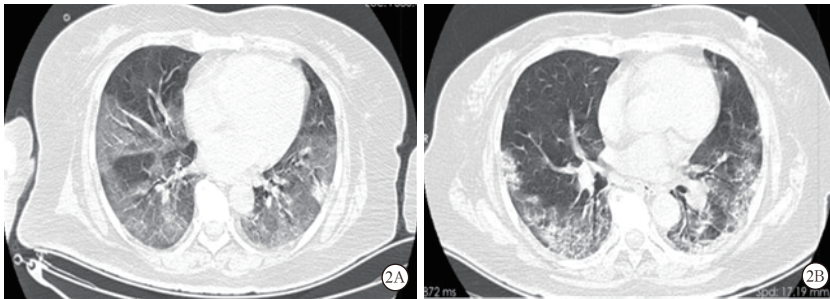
1 例重型新冠肺炎患者 HFNC 联合俯卧位治疗前 (2 月 3 日; 2A) 及治疗后 (2 月 7 日; 2B) 肺部 CT 改变
